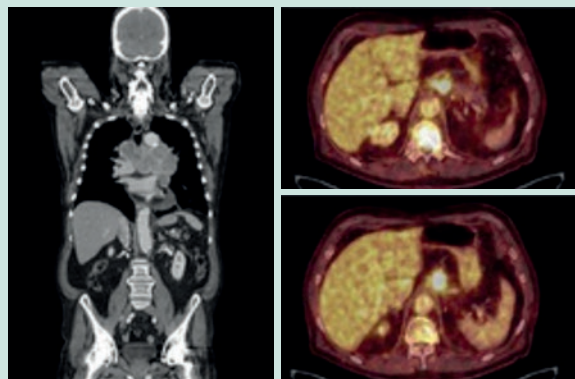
Staging mit FDG-PET (a) mit Darstellung der BWK 12-Metastase (b) sowie abdomineller Lymphknoten-Metastase (c). BWK 12=12. Brustwirbelkörper
